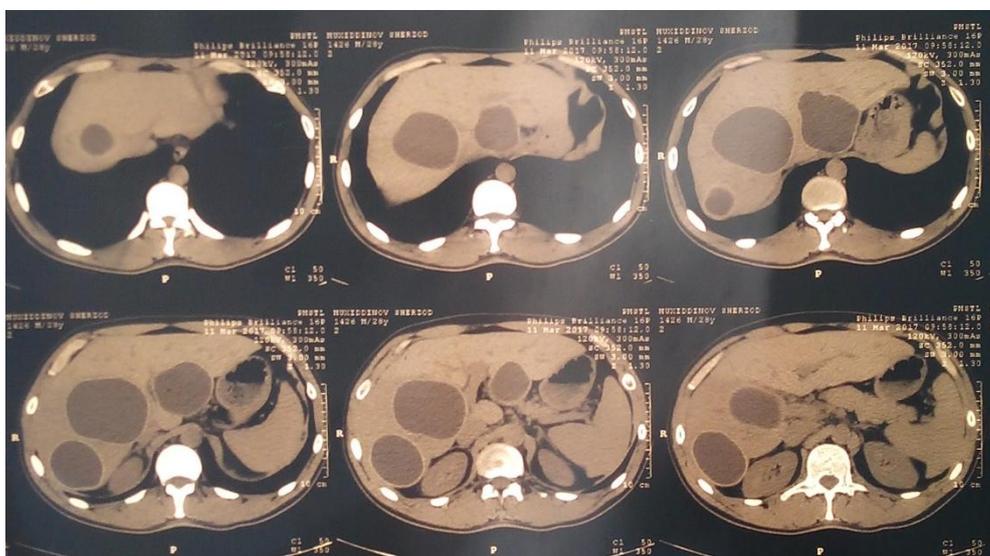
МСКТ печени. Множественный эхинококкоз IV, V и VI сегментов печени.
